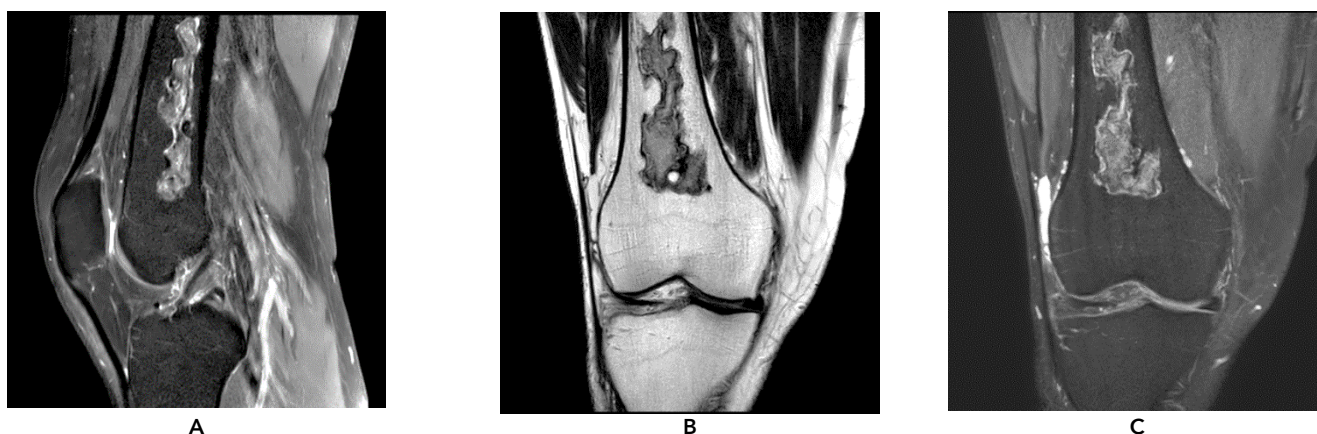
МР-томограммы правого коленного сустава: А – PD-FS-ВИ в корональной плоскости; В – T1-ВИ в корональной плоскости; С – PD-FS-ВИ в сагиттальной плоскости
